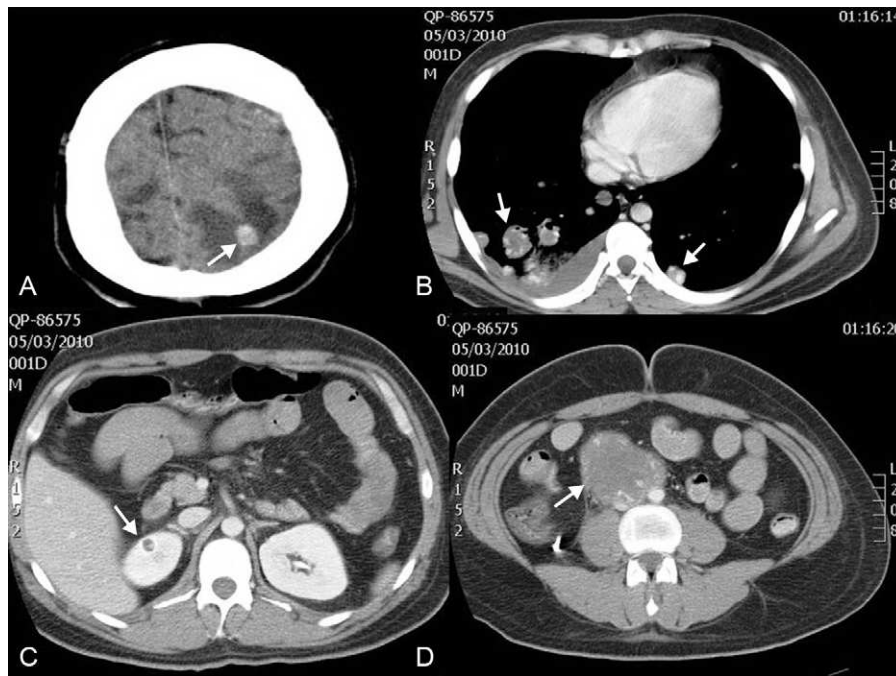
Imágenes de tomografía computada. A) Evidencia de metástasis cerebral (flecha). B) Tórax con evidencia de múltiples metástasis pulmonares (flechas). C) Abdomen con evidencia de metástasis renal (flecha). D) Abdomen con metástasis a retroperitoneo (flecha).
